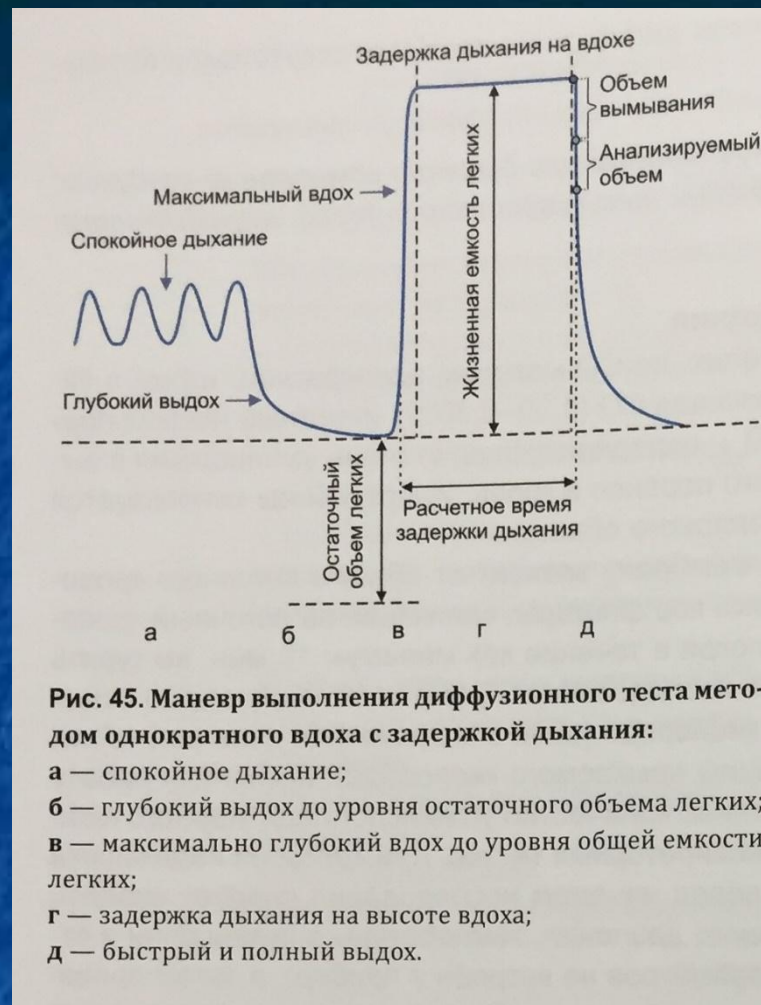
Маневр выполнения диффузионного теста методом однократного вдоха с задержкой дыхания:
